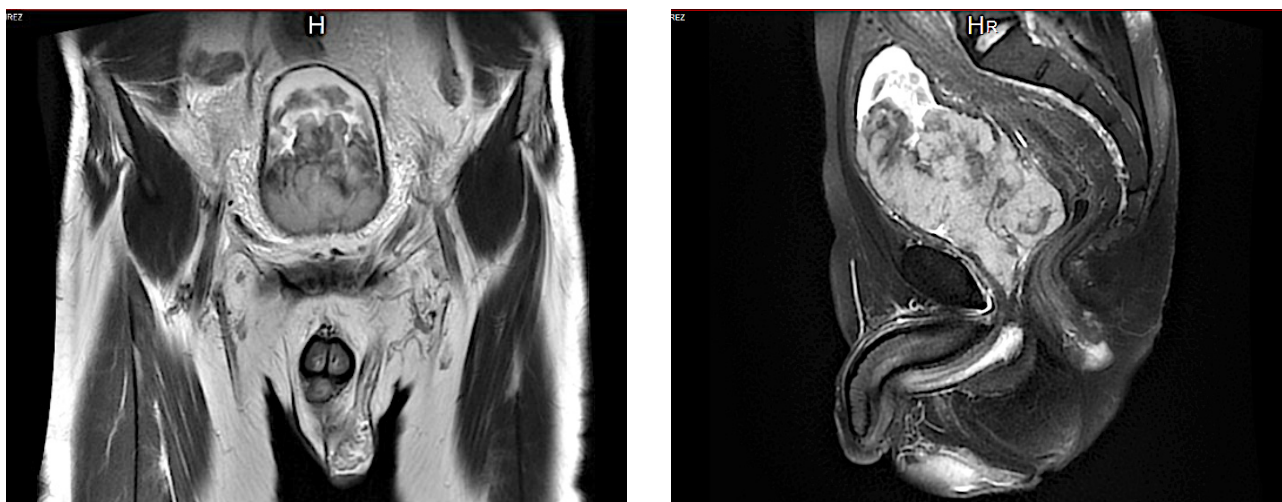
MRI scans (left — sagittal, right — coronal) showing the bladder mass [the second presentation]
